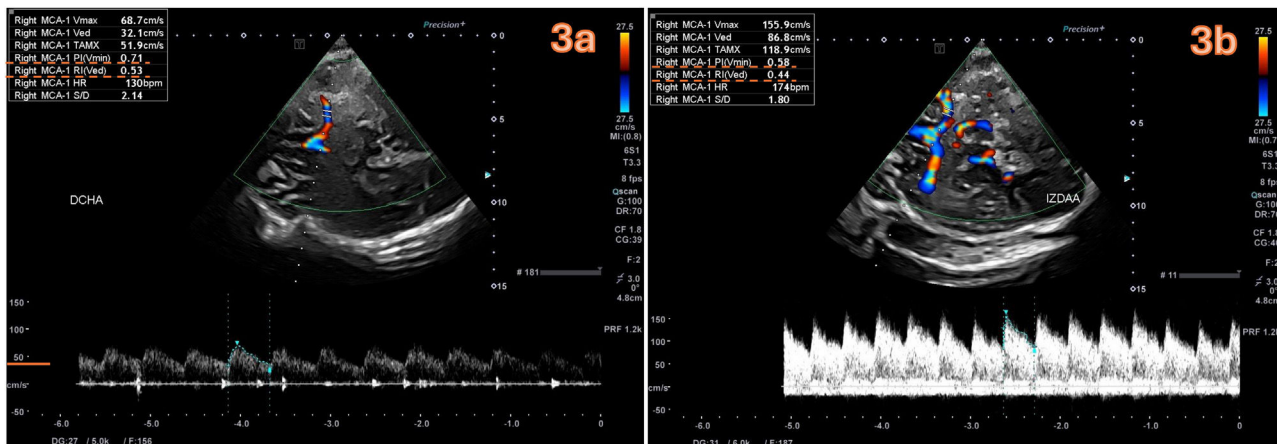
Doppler transcraneal a través de ventana transtemporal a las 96 h del ingreso que muestra la discreta mejoría del flujo de la arteria cerebral media (ACM) derecha con normalización de los datos de hipertensión intracraneal. 3a. ACM derecha: flujos sistólicos y diastólicos más elevados pero escasos (68 y 32 cm/s). Índice de pulsatilidad (IP) de 0,7 e índice de resistencia (IR) de 0,5. 3b. ACM izquierda: flujos sistólicos normalizados (155 cm/s), diastólicos mayores de 86 cm/s con IR (0,58) e IP 0,44 normalizados.
